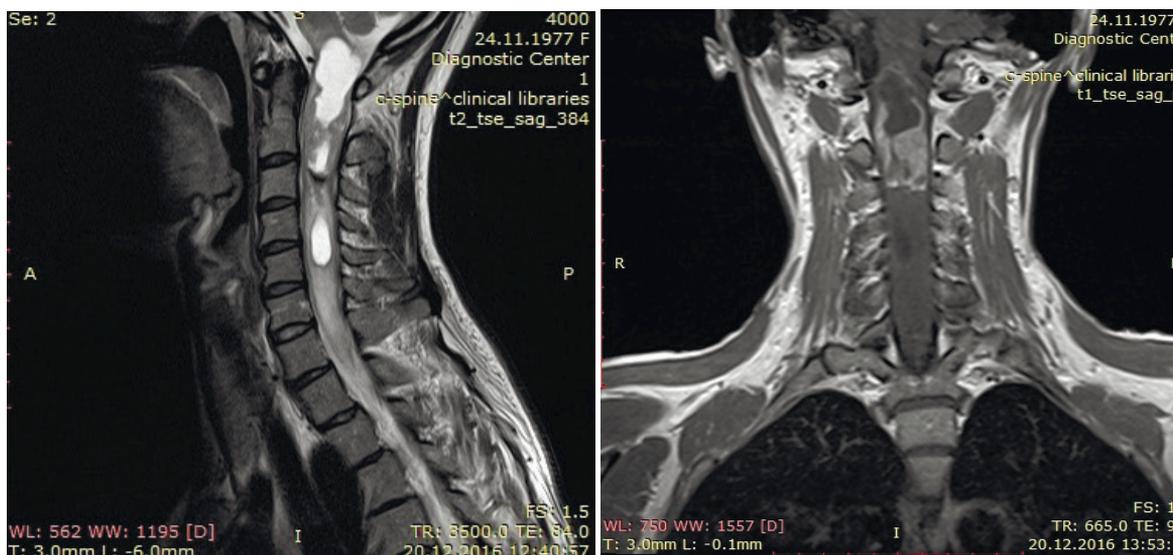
а, б. МРТ клеточной эпендимомы на уровне на уровне C0-C2 позвонков.
